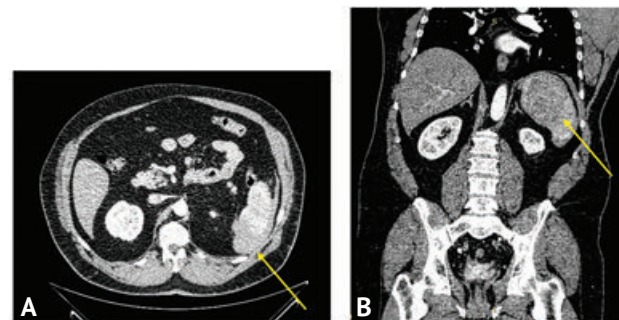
Компьютерная томография брюшной полости больного Л. Дефекты контрастирования селезёнки. А — аксиальная проекция; В — коронарная проекция (артериальная фаза)
